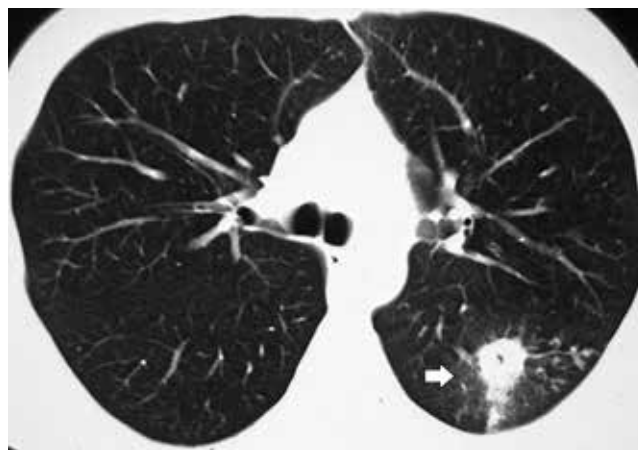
Обзорная рентгенограмма органов грудной полости (а); фрагмент КТ органов грудной полости в «легочном» окне (б). В С<sub>6</sub> левого легкого округлый инфильтрат с мелкой полостью распада в центре (стрелка)
